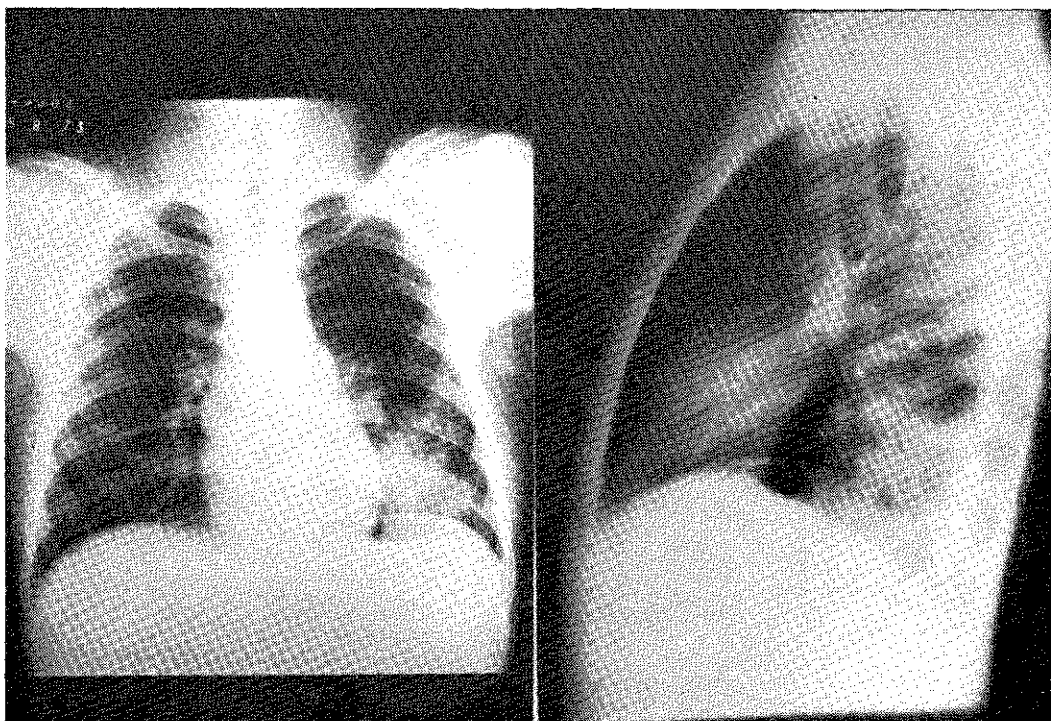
Radiografias mostrando opacificação heterogênea no lobo inferior do pulmão esquerdo.
